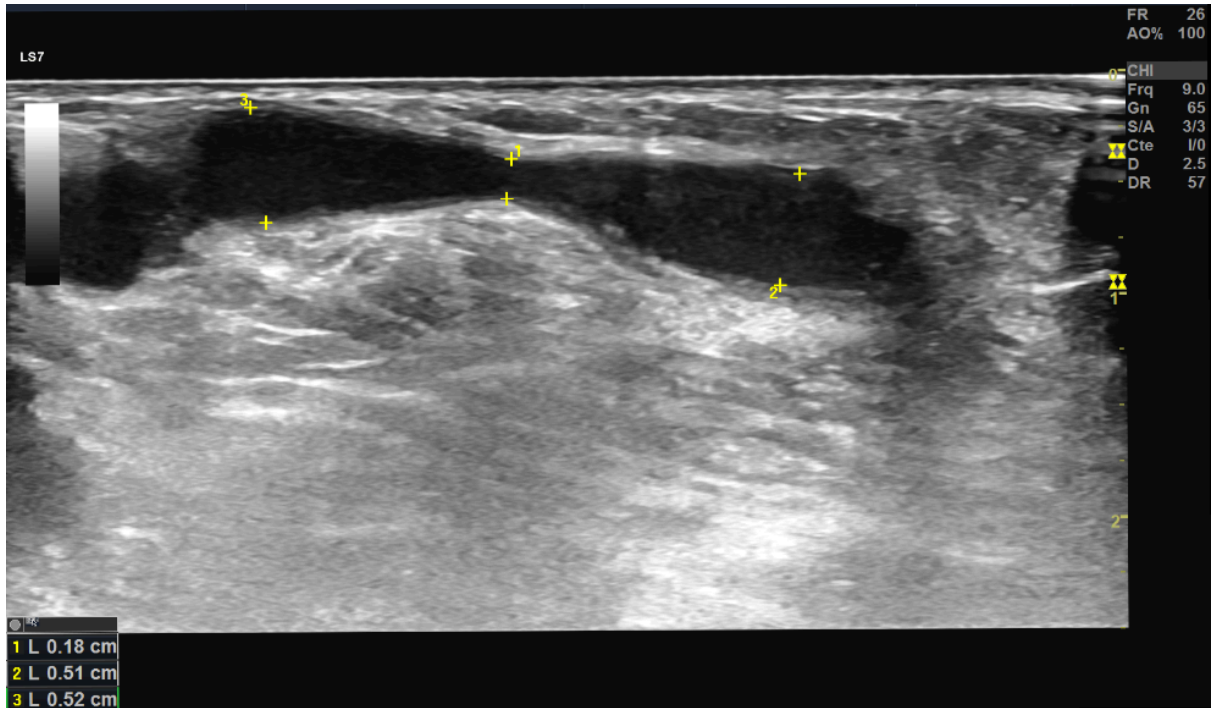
Échodoppler de la FAV en mode B, montre une sténose serrée post anastomotique de la veine de drainage mesurant 1,8mm avec le segment d'aval de 5,2mm et le segment d'amont de 5,1mm
